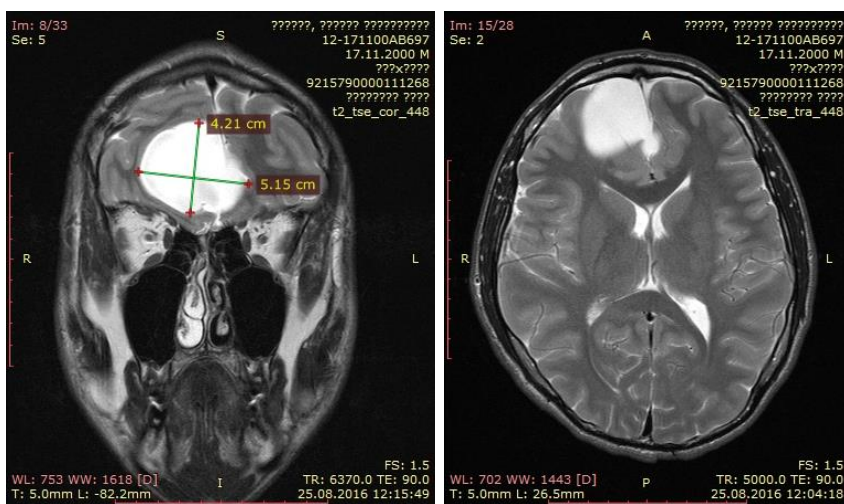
Дооперационная МРТ. Наблюдение №4, больной М., 6 лет, история болезни №951-03. Выявлена деформация лобных долей и передних рогов боковых желудочков передней межгемисферической кистой
